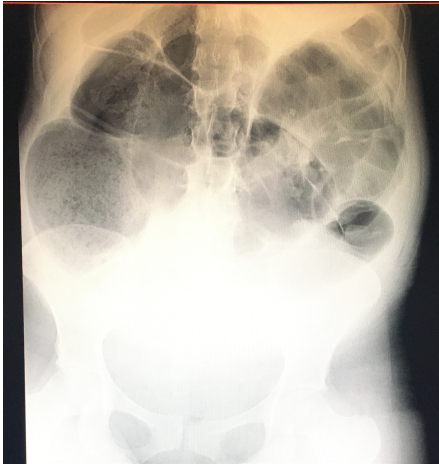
Radiografía simple de abdomen con paciente en decúbito dorsal.
